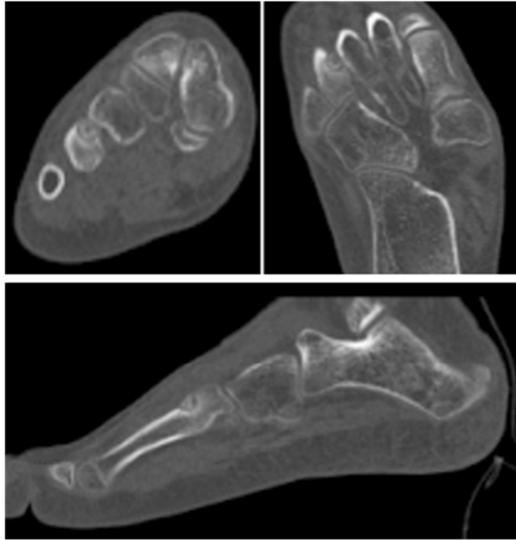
Tomografía axial. Lesión esclerosa redondeada en vertiente dorso-medial de la base del cuarto metatarsiano derecho. Se observa nidus central y halo radioluciente.
